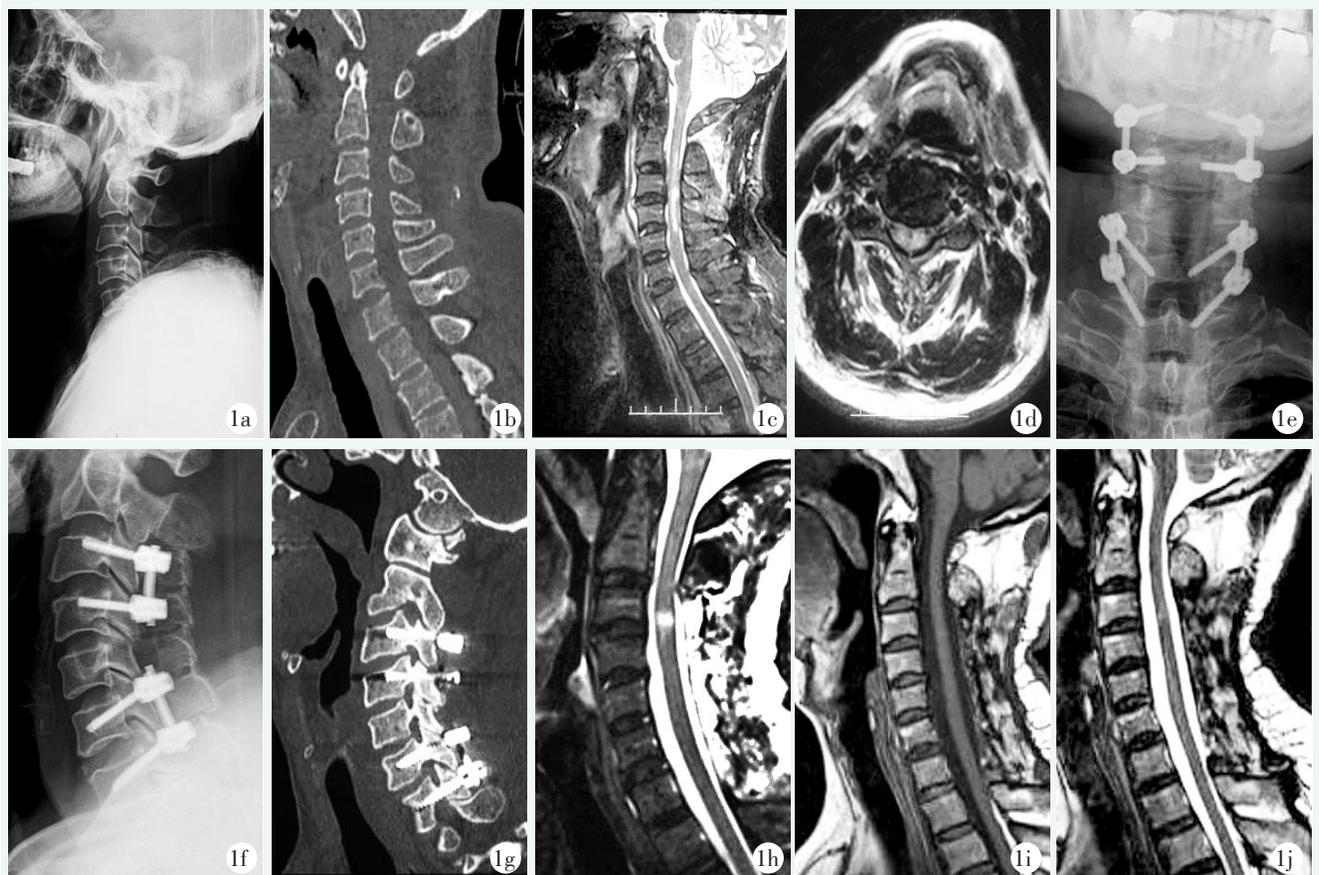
患者,男,60 岁,车祸致颈椎过伸性损伤,症状表现为前脊髓综合征,ASIA 评分 B 级 1a,1b:术前 X 线及 CT 显示没有明显骨折脱位,C_{3/4}、C_{6/7} 椎间隙前缘张口增宽 1c,1d: MRI T2WI 示椎管狭窄,脊髓高信号 (C_{2/3}~C_{4/5}),C_{3/4}、C_{6/7} 水平前纵韧带断裂,提示 DLC 损伤 1e~1g: 术后 3 d 复查 X 线片、CT 提示内固定位置良好 1h: 术后 3 个月 MRI 提示脊髓解除,C_{3/4} 水平脊髓信号仍有改变,但较术前脊髓信号改变范围明显减小 1i,1j: 术后 42 个月复查 MRI 示脊髓受压解除,椎间盘未见明显信号异常,脊髓水肿信号基本恢复正常
